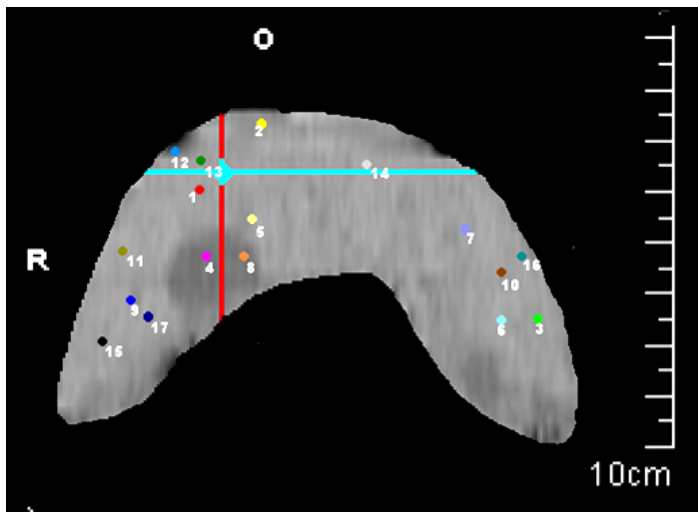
CT-Bild, Frontalansicht der Leber eines Ferkels mit Sensorpositionen
